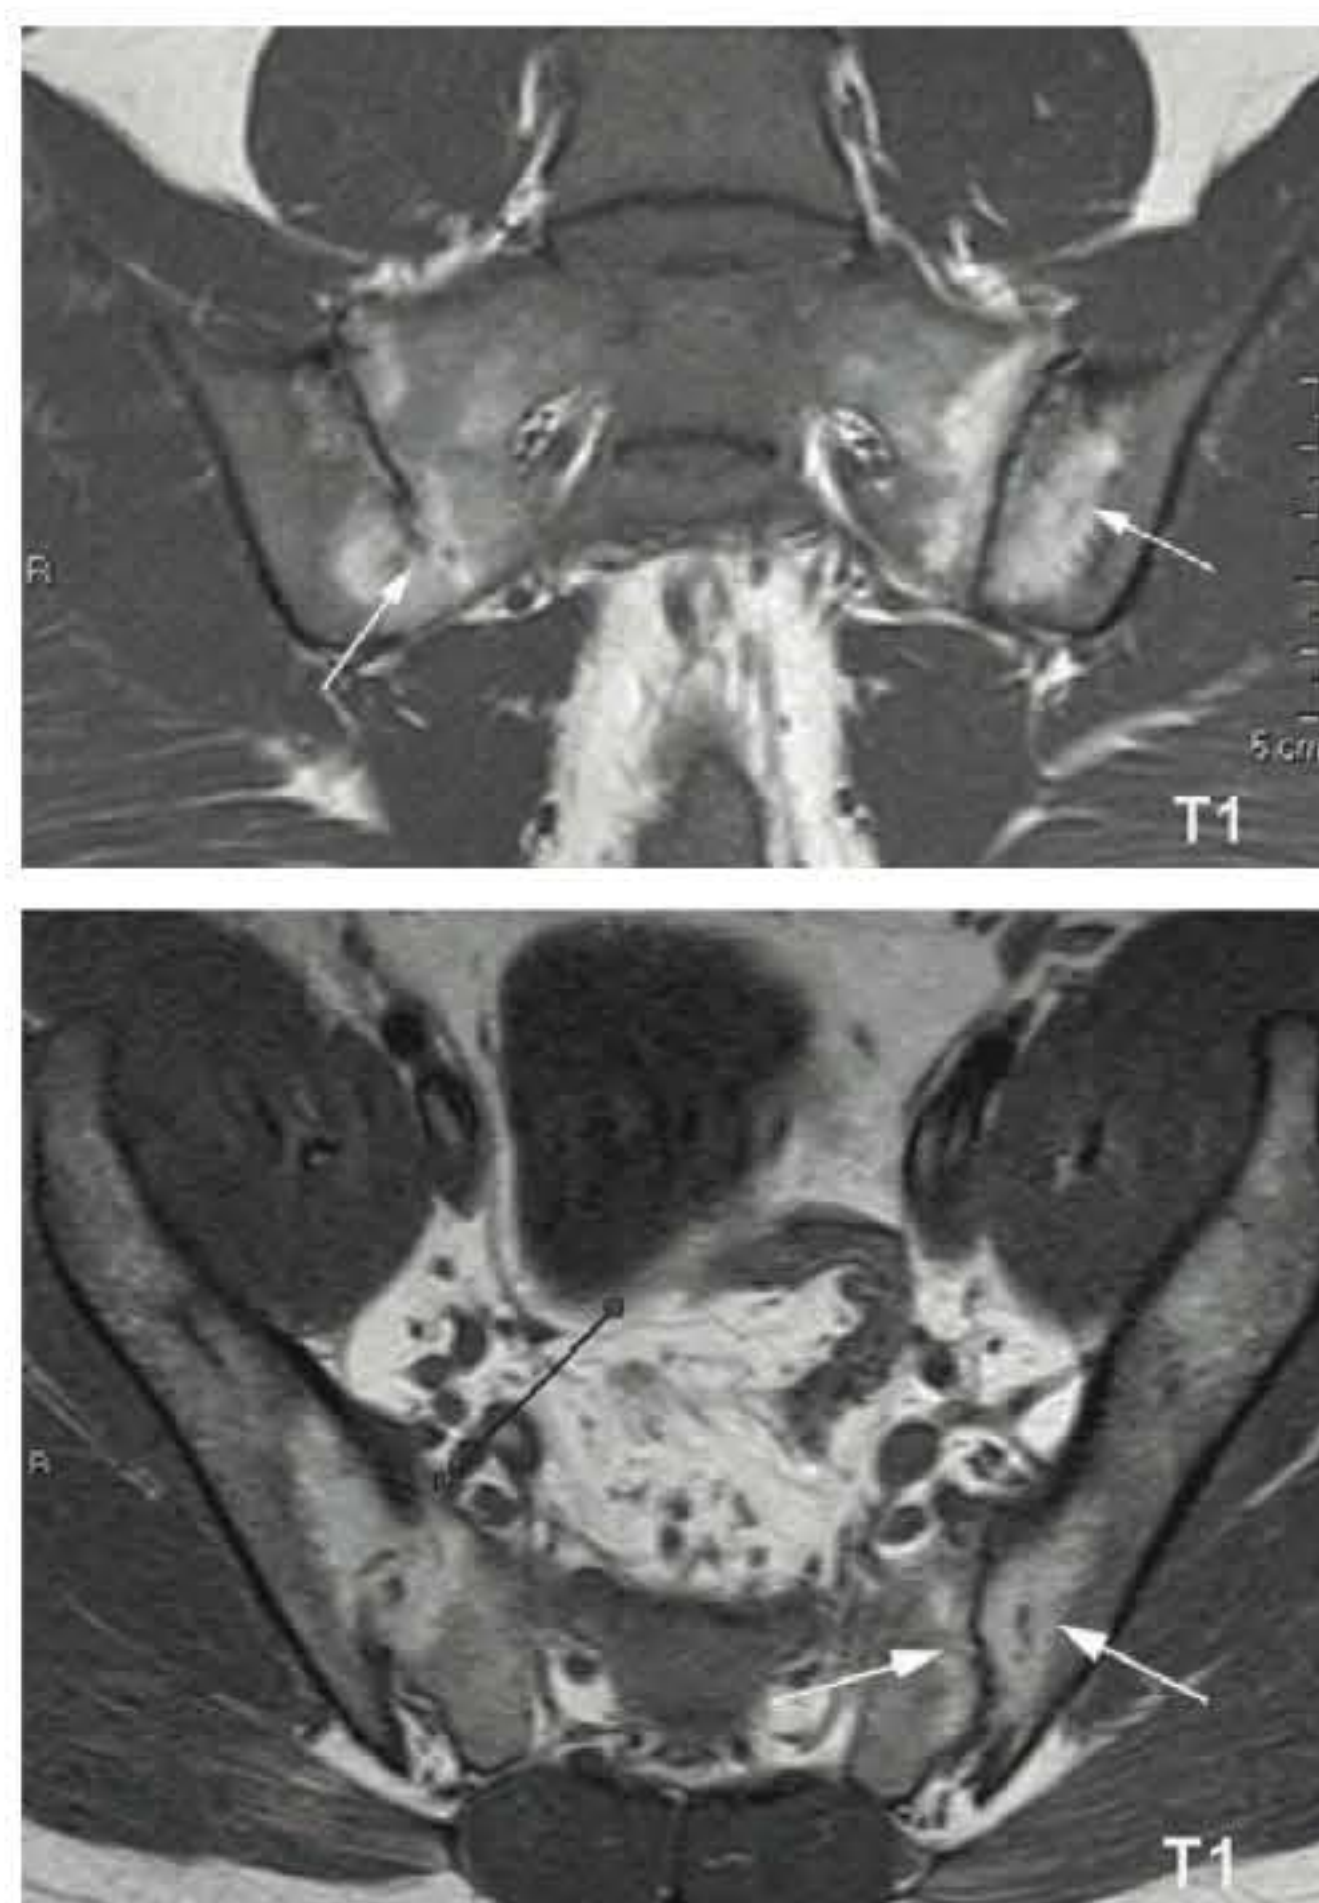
RM T1 demonstra o dano estrutural estabelecido pelas áreas de esclerose óssea subcondral (seta) acompanhando as erosões, de forma característica, como bandas de hipossinal com extensão transversal > 5 mm.
